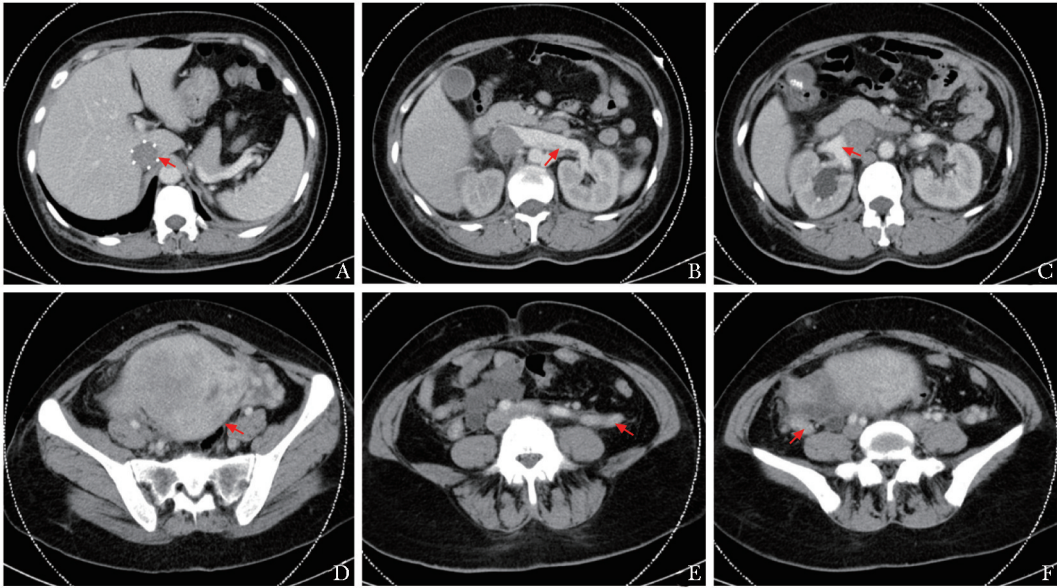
患者胸腹盆腔增强 CT 检查结果（2020-11-14）
